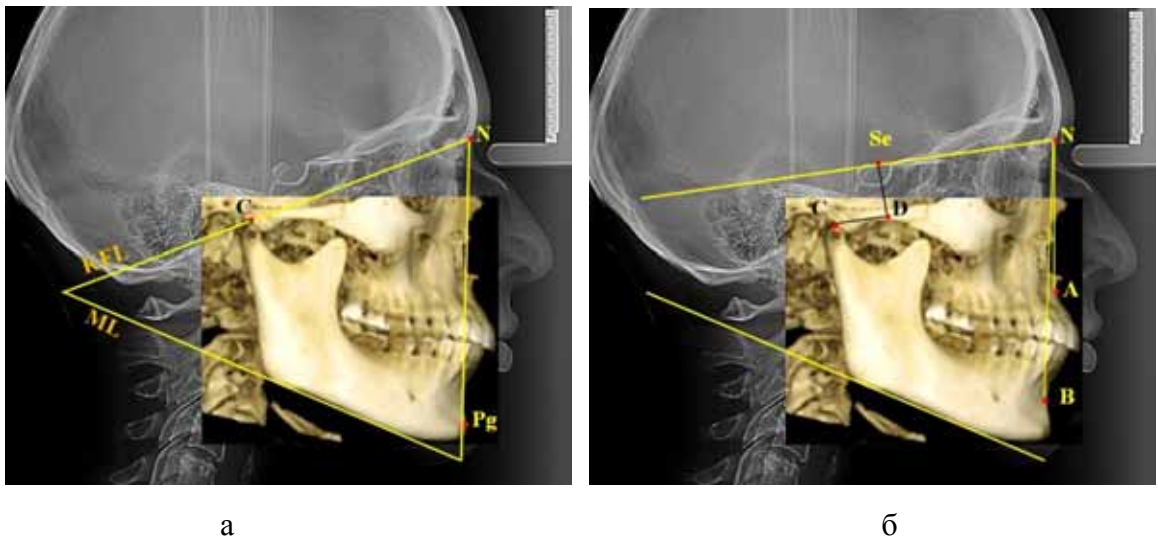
Метод исследования комбинированных рентгенограмм (а) и определение положения челюстей и элементов височно-нижнечелюстного сустава (б)
